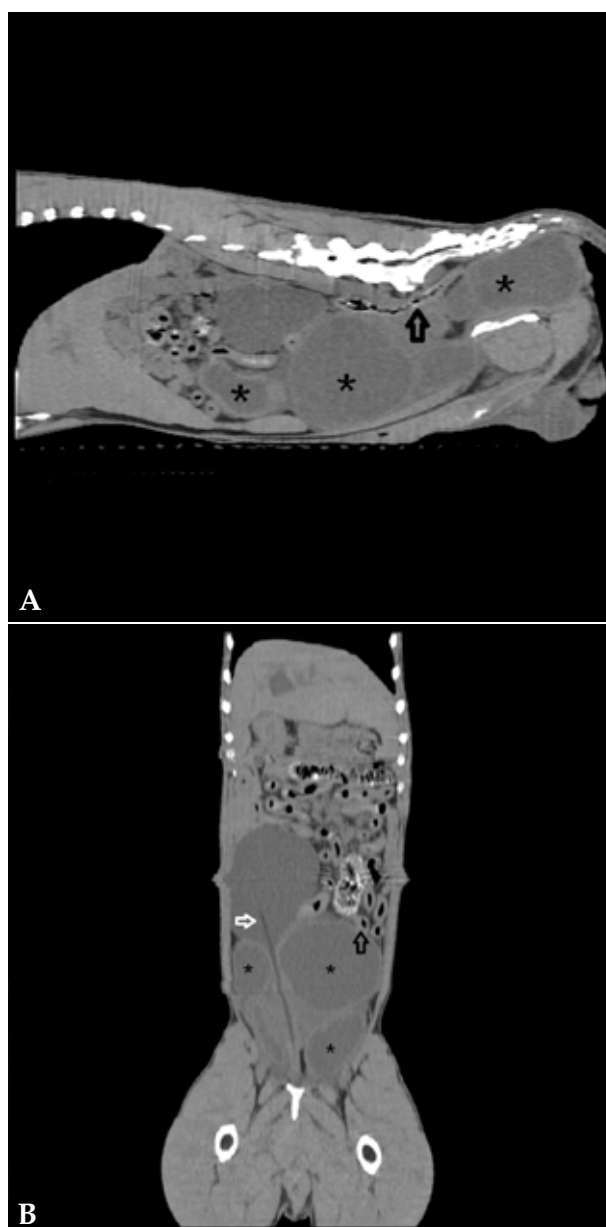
Imágenes de tomografía computarizada. (A) Reconstrucción en plano sagital en ventana de tejidos blandos. Se visualizan los quistes paraprostáticos (asteriscos) y el desplazamiento del colon (flecha negra) (B) Reconstrucción en plano dorsal en ventana de tejidos blandos. Diferenciamos los quistes paraprostáticos (asteriscos) de la vejiga de la orina con presencia del catéter urinario (flecha blanca). Además se evidencia el desplazamiento de las asas intestinales (flecha negra).
